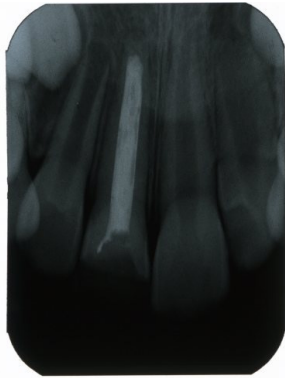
Vakanın tanı radyografisi, kök ucu gelişiminin tamamlanmadığı izlenmekte.
